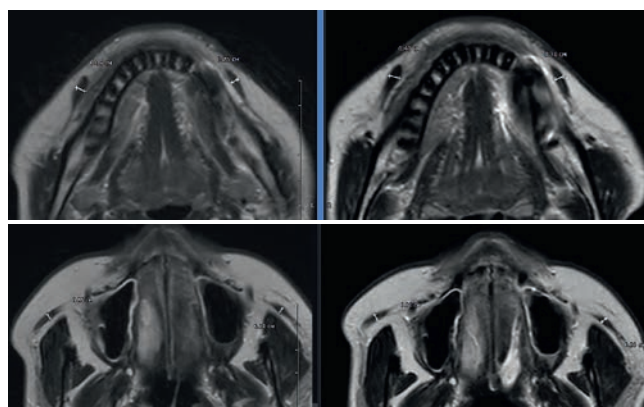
Магнитно-резонансная томография мягких тканей лицевого отдела черепа до и после технологии Emface
